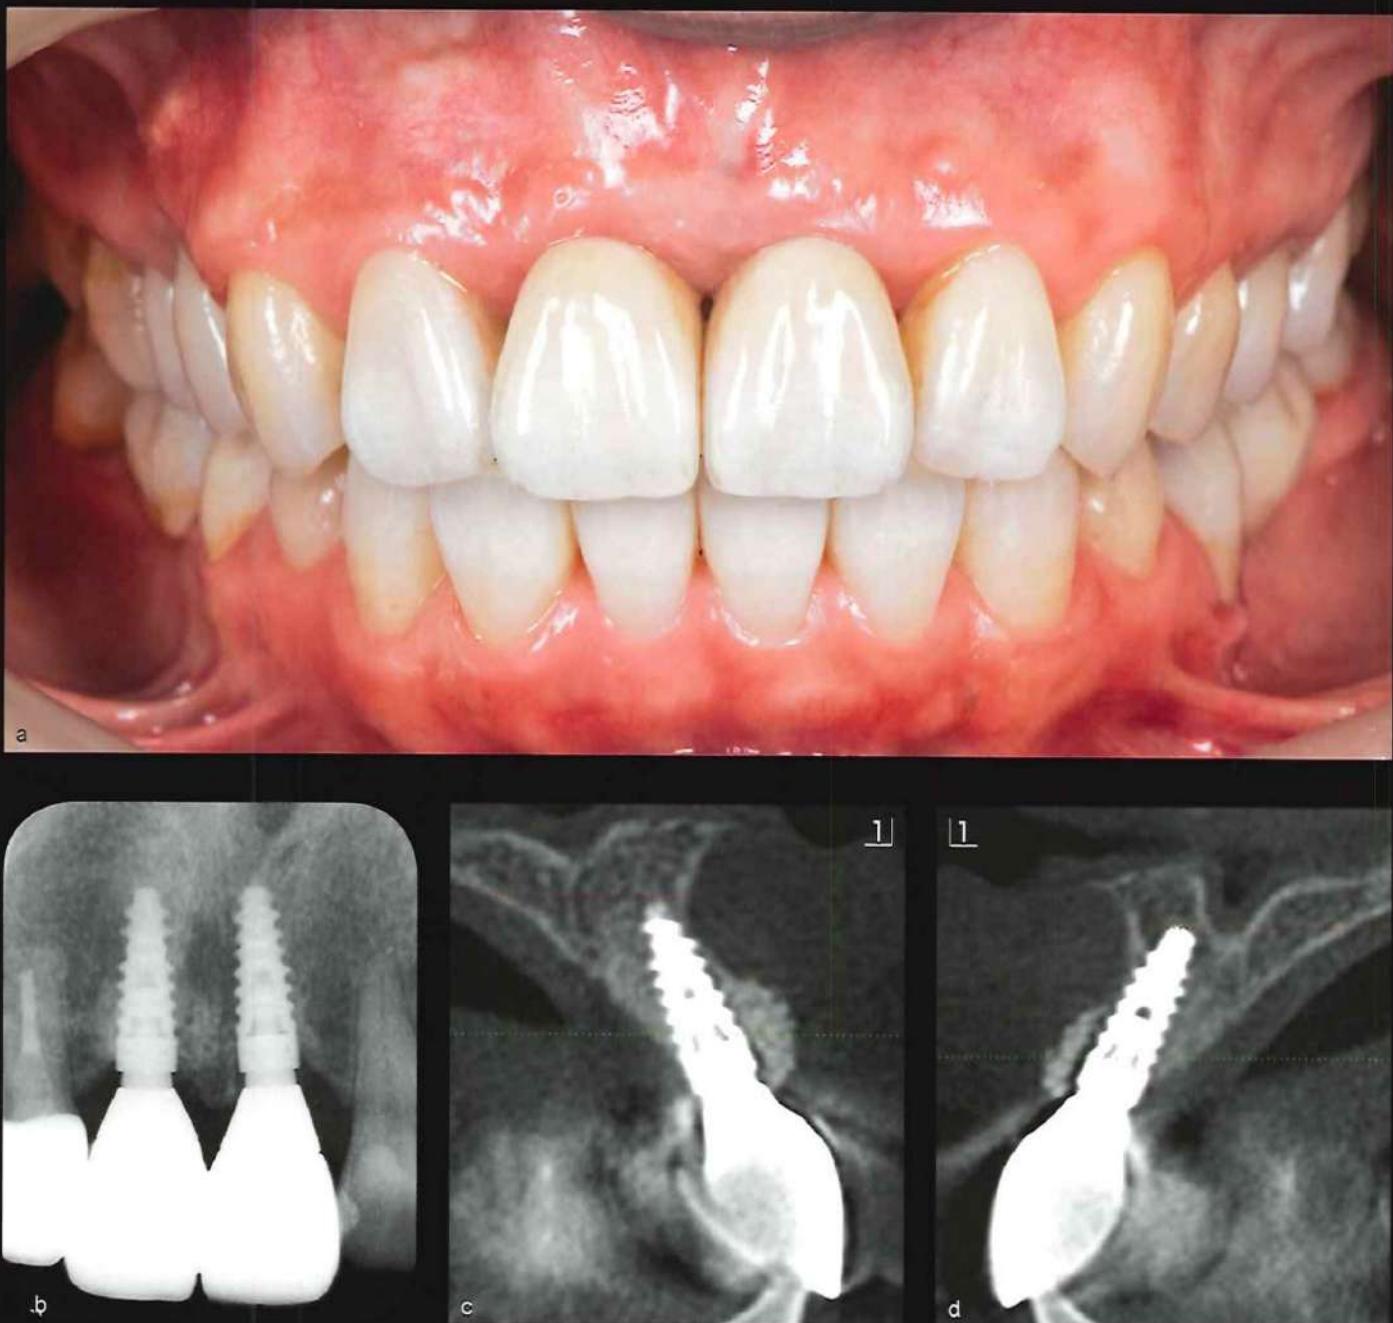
a~d 最終補綴装置装着後1年の状態(a)。デンタルX線写真(b)では特に異常な変化は認められない。CBCT像(c,d)ではインプラントの唇側に硬組織の存在を確認することができる。
